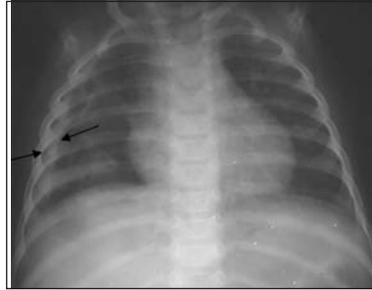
Radiografía de tórax. Opacidad homogénea, en vidrio esmerilado, que asciende en el sector axilar derecho. Derrame no significativo (menor de 5 mm de espesor y peso del paciente menor de 10 kg).
